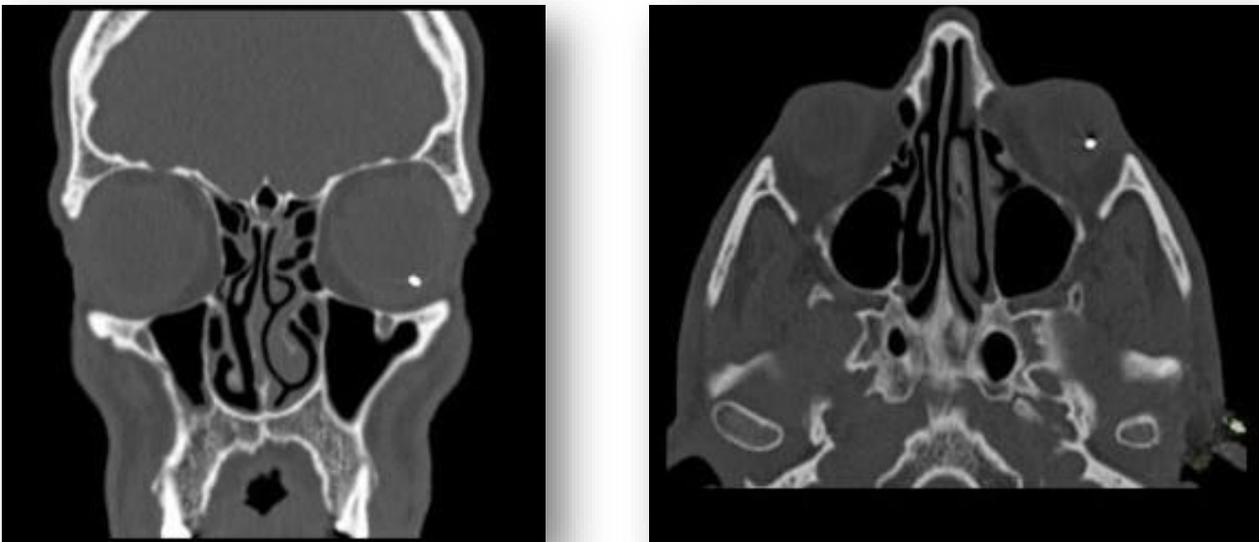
TDM cranio-orbitaire en coupe axiale et sagittale montrant un CEIO
